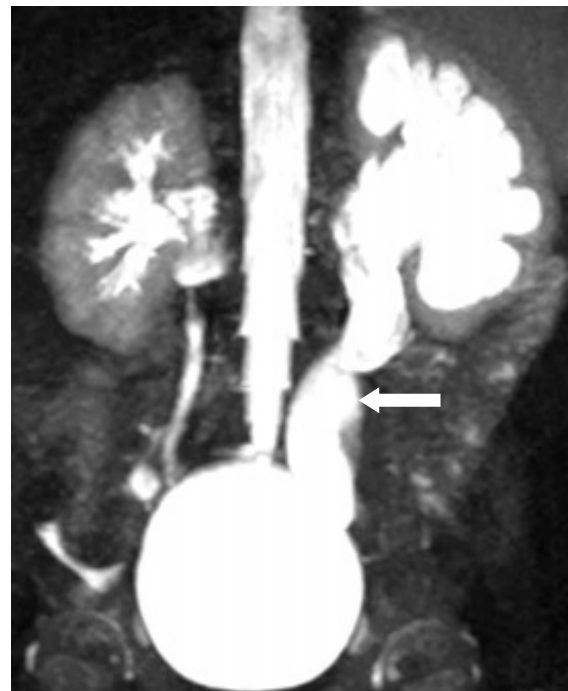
Uro-IRM: Mégauretère primitif gauche (flèche).
